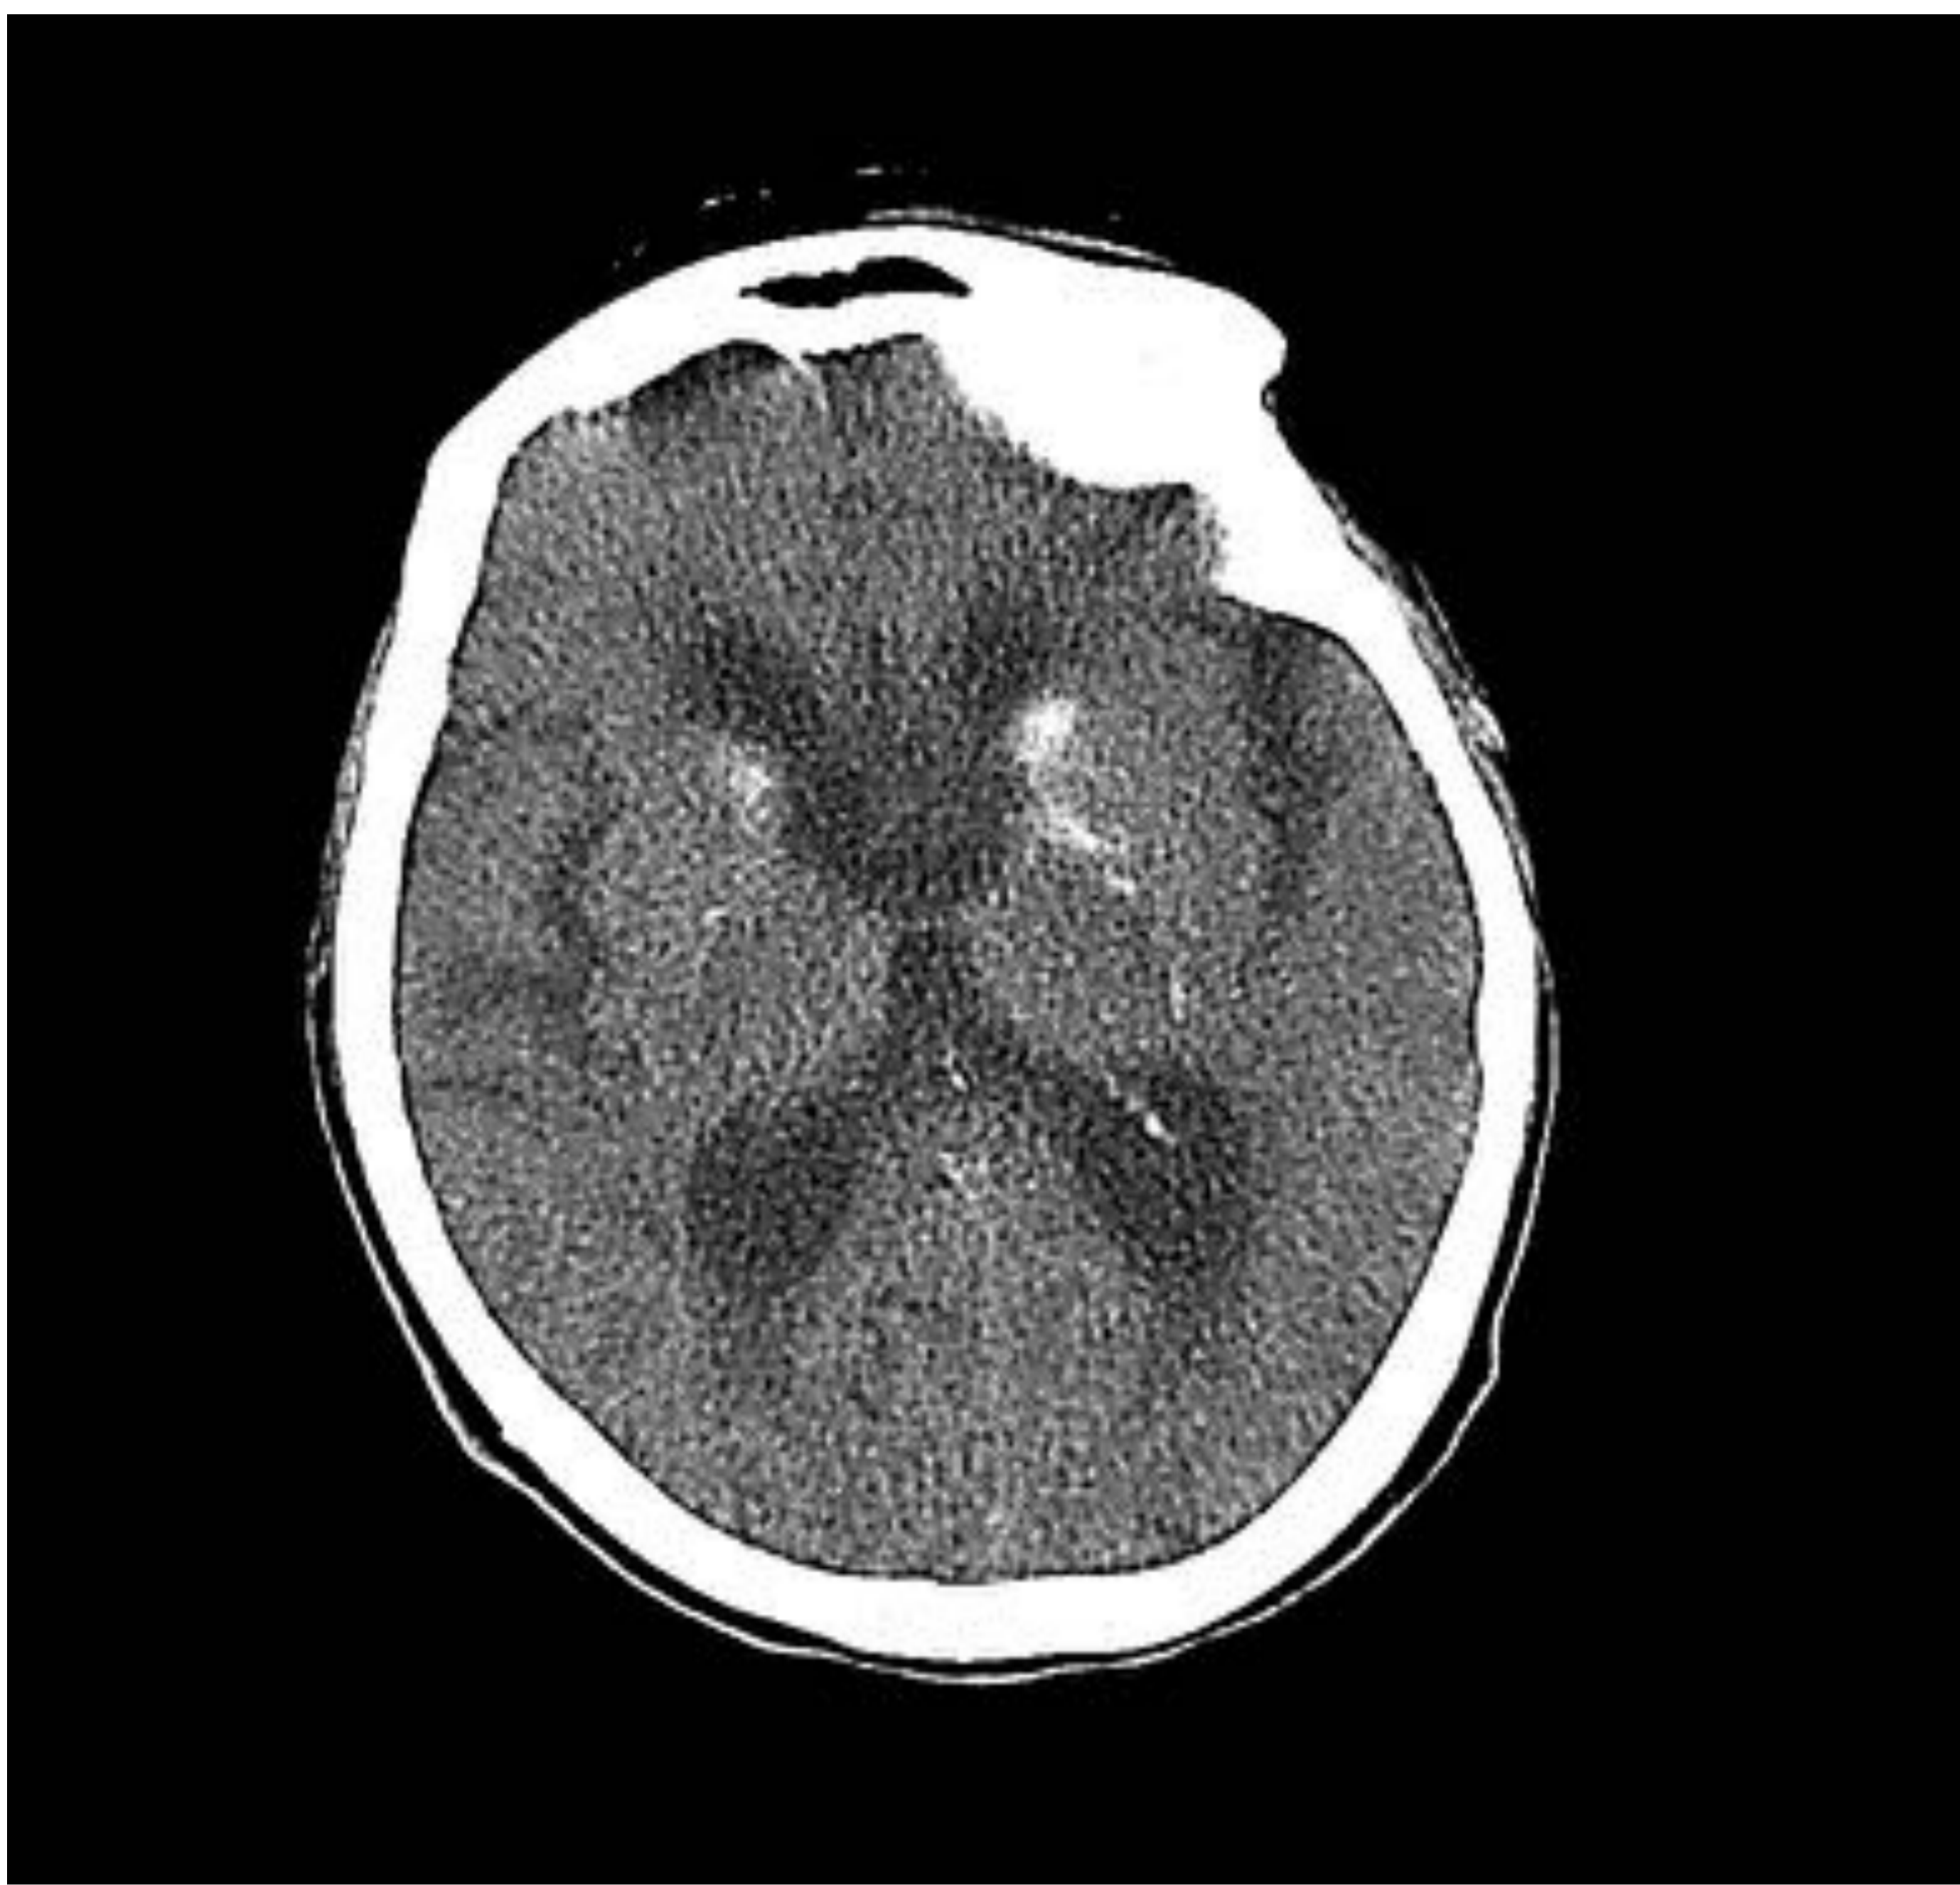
TC craneal sin contraste intravenoso, cortes axiales.
